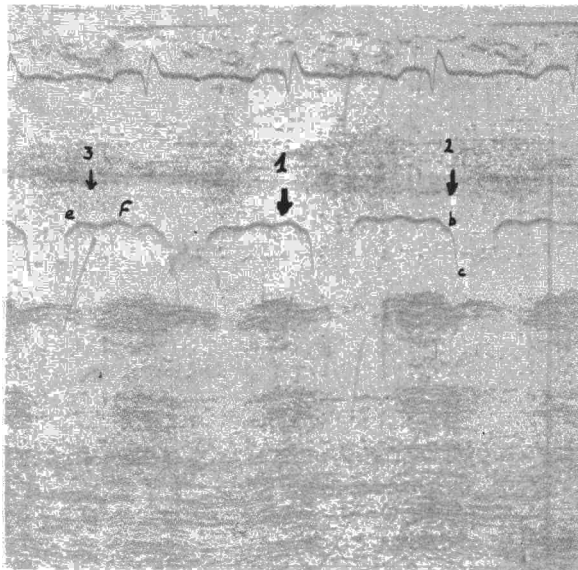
Ecocardiograma de la válvula pulmonar. Vel. 50 mm/seg. 1: Práctica desaparición de onda «a». 2: Llamativo aumento de la pendiente b-c. 3: Espacio e-f no sólo aplanado sino con convexidad anterior.
